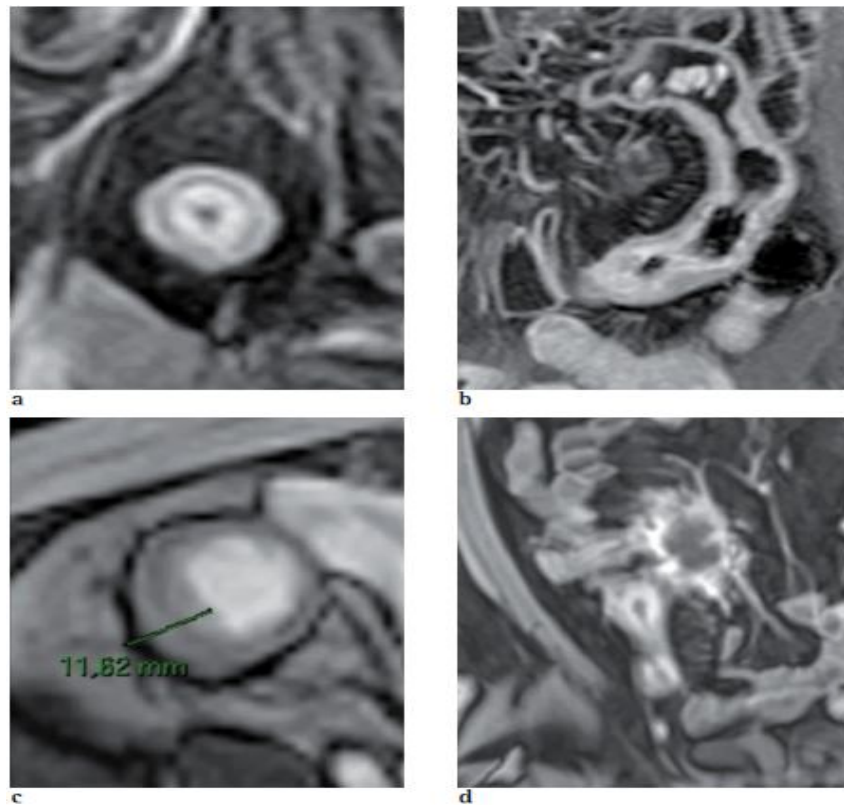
Entéro-IRM montrant des signes radiologiques caractéristiques de la présence d'inflammation au cours de la maladie de Crohn. [45]
